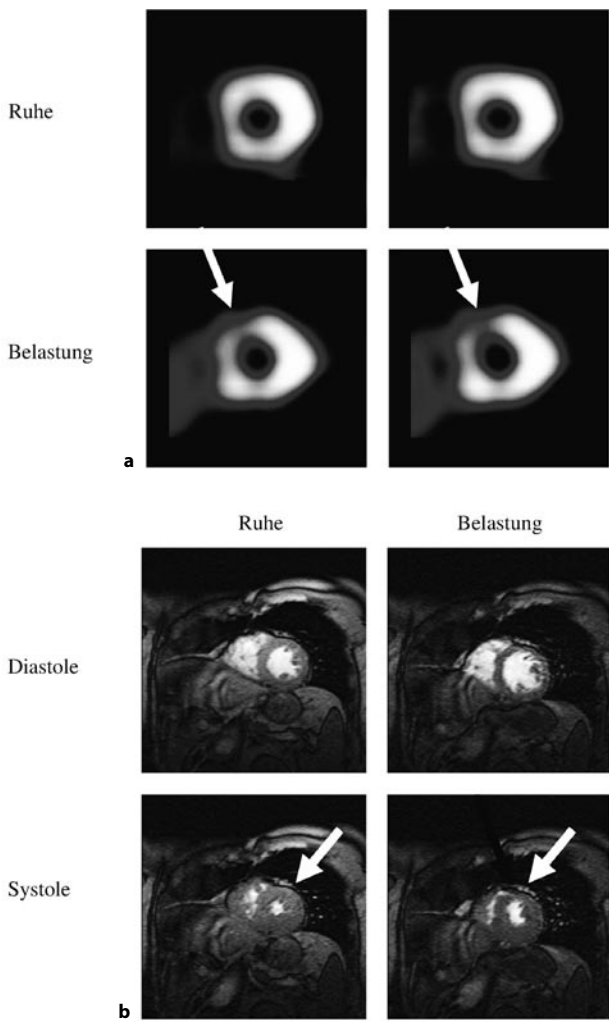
Ischämiediagnostik mit Myokardszintigraphie (Perfusionsstörung) und Magnetresonanztomographie (Wandbewegungsstörung). Durch Vergleich von Ruhe und Belastungsuntersuchungen lassen sich ischämische Myokardareale identifizieren. a Die Myokardszintigraphie zeigt unter pharmakologischer Belastung in der kurzen Achse eine Minderbelegung (Pfeil) im Bereich des Septums und der Vorderwand. b In kongruenten Kurzachsenschnitten findet sich in der Dobutamin-Magnetresonanztomographie eine Wandbewegungsstörung antero-septal (Pfeil), der eine (c) hochgradige Stenose der linken Herzkranzarterie zugrunde liegt (Pfeile)
